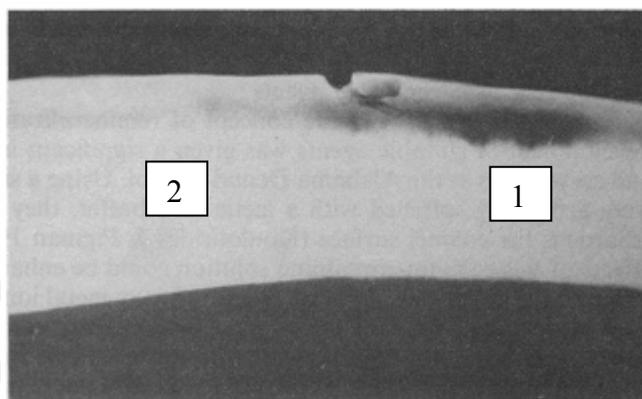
Микрорентгенограмма фрагмента эмали с белым пятном: 1 — покрытым защитным лаком; 2 — открытым для воздействия ополаскивателя с кальцием, фосфатами и фторидом в течение 24 ч (Levine, 1975)
